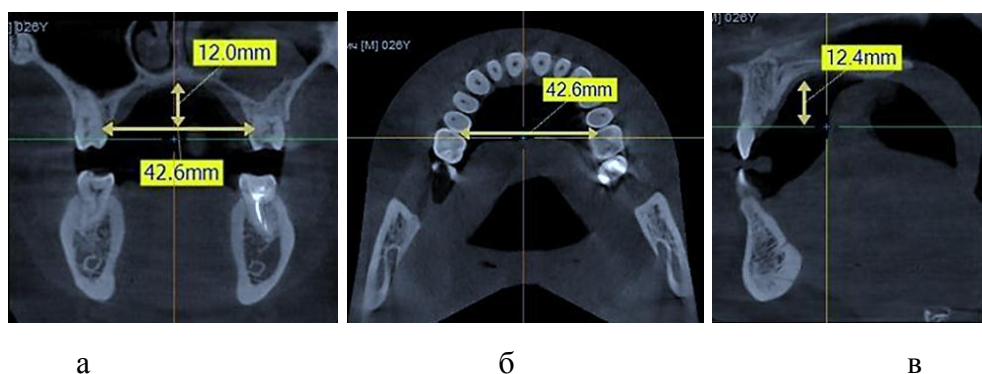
Ориентиры для измерения глубины и ширины нёбного свода на срезах конусно-лучевых компьютерных томограмм в коронарной (а), аксиальной (б) и сагиттальной (в) проекциях
